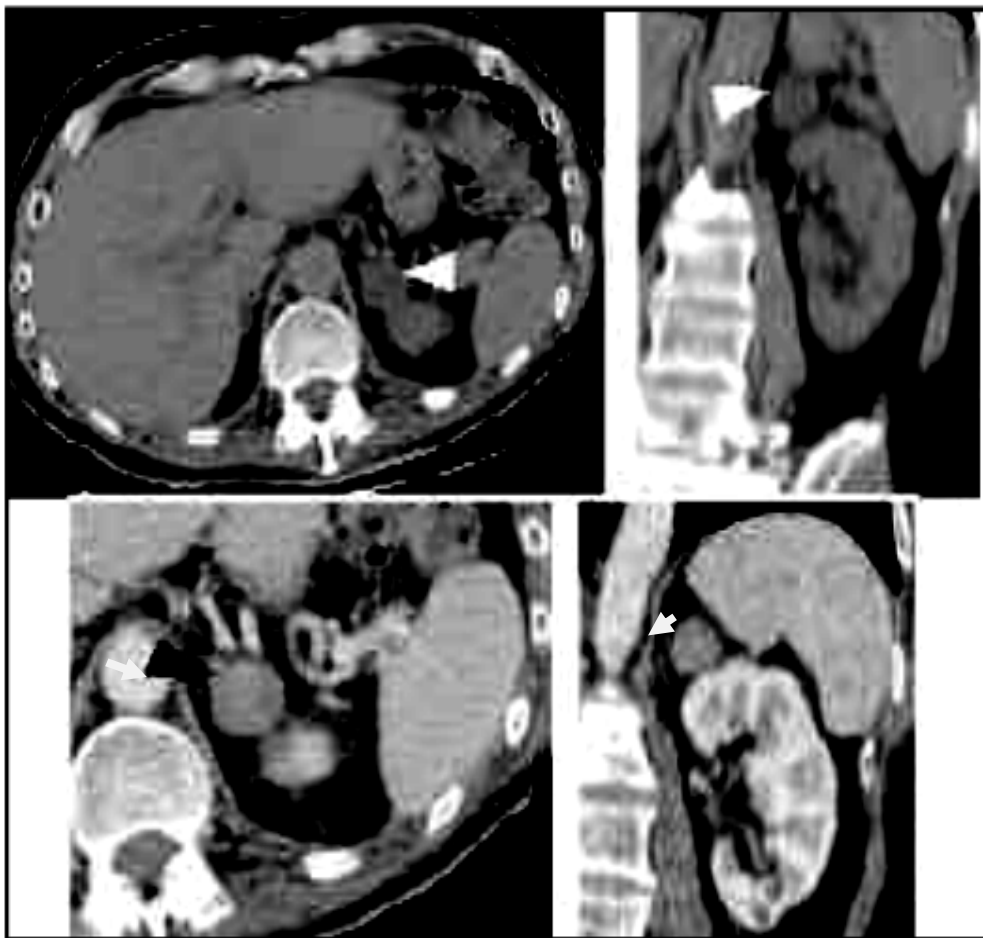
adénome de CONN sur des coupes TDM [35]
